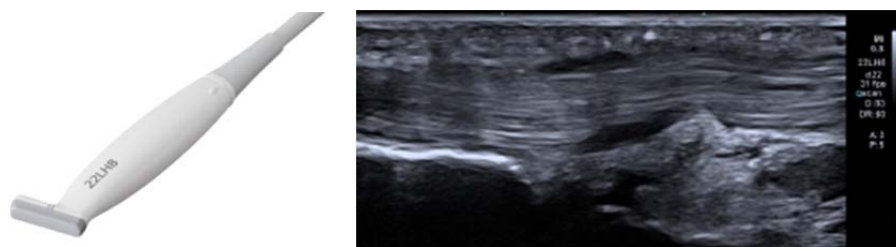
PLU-2002BT: 外観(左)と指の腱のBモード画像(右)
